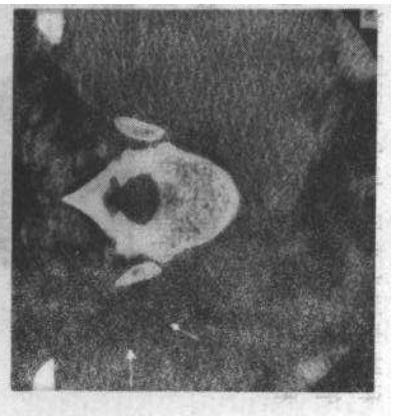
非强化CT扫描观察左肾上腺病变(箭头),密度为-7Hu,为肾上腺腺瘤密度一致
